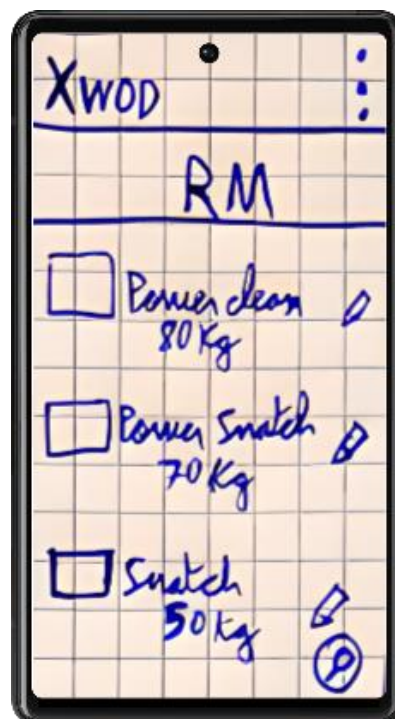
Pantalla de consultar RM, sketch.
